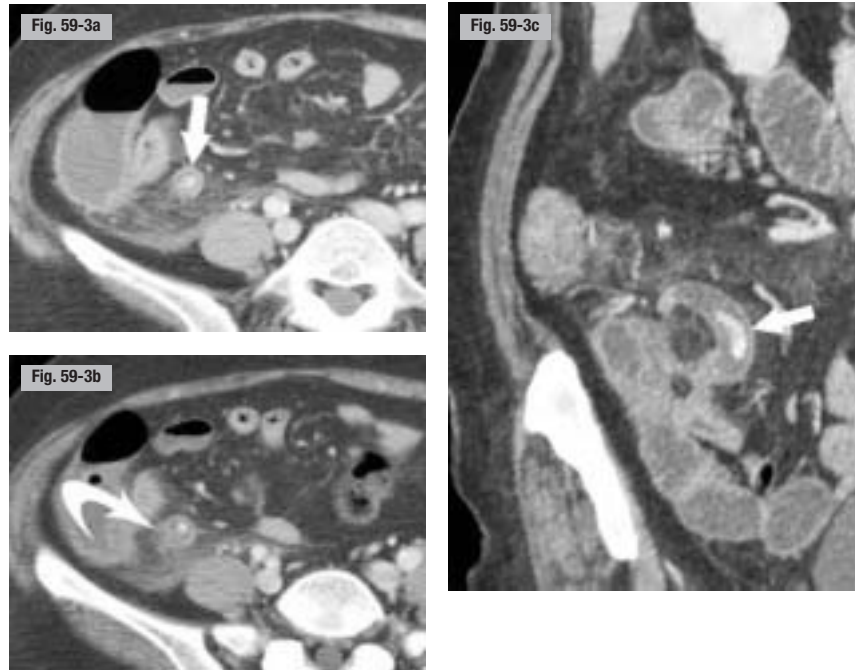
Appendicite aiguë. TDM avec injection de produit de contraste. a et b) Coupes axiales. Appendice distendu avec un volumineux coprolithe proximal (flèche). Très discrets remaniements inflammatoires péri-appendiculaires appendice en distension liquidienne, tête de flèche).
